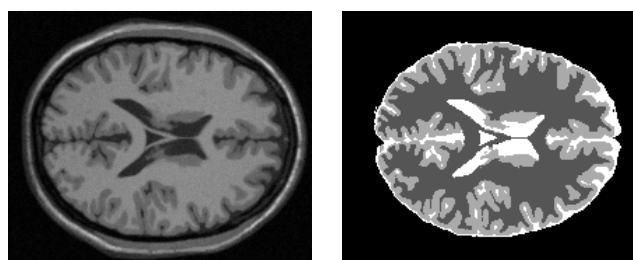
Tot i que en aquesta imatge la diferència es força clara, en altres de les MRI, on per exemple apareixen els ulls, la distinció no és tant evident
